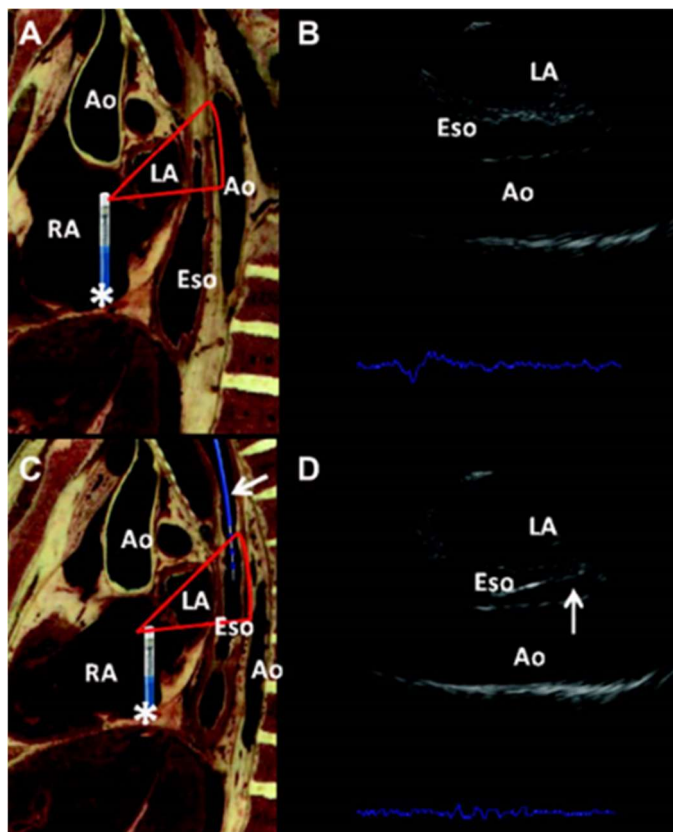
Visualização da sonda de temperatura luminal esofágica (LET) com ecocardiografia intracardíaca (ICE). A = Corte transversal de um cadáver demonstrando a relação entre o átrio esquerdo (LA) e o esôfago (ESO). Neste espécime cadavérico, nenhuma sonda é colocada no esôfago. A sonda ICE está no átrio direito (RA) e indicada pelo asterisco. O triângulo vermelho aproxima o campo de visão da sonda ICE. B = Imagem ICE do RA visualizando o LA e a aorta. C = Corte transversal de um cadáver demonstrando a relação entre o LA e o esôfago. Neste espécime cadavérico, uma sonda (seta) é colocada no esôfago. A sonda ICE está no RA e indicada pelo asterisco. O triângulo vermelho aproxima o campo de visão da sonda ICE. D = Imagem ICE do RA visualizando o LA e a aorta. A seta corresponde à sonda esofágica; asterisco corresponde à sonda ICE.
